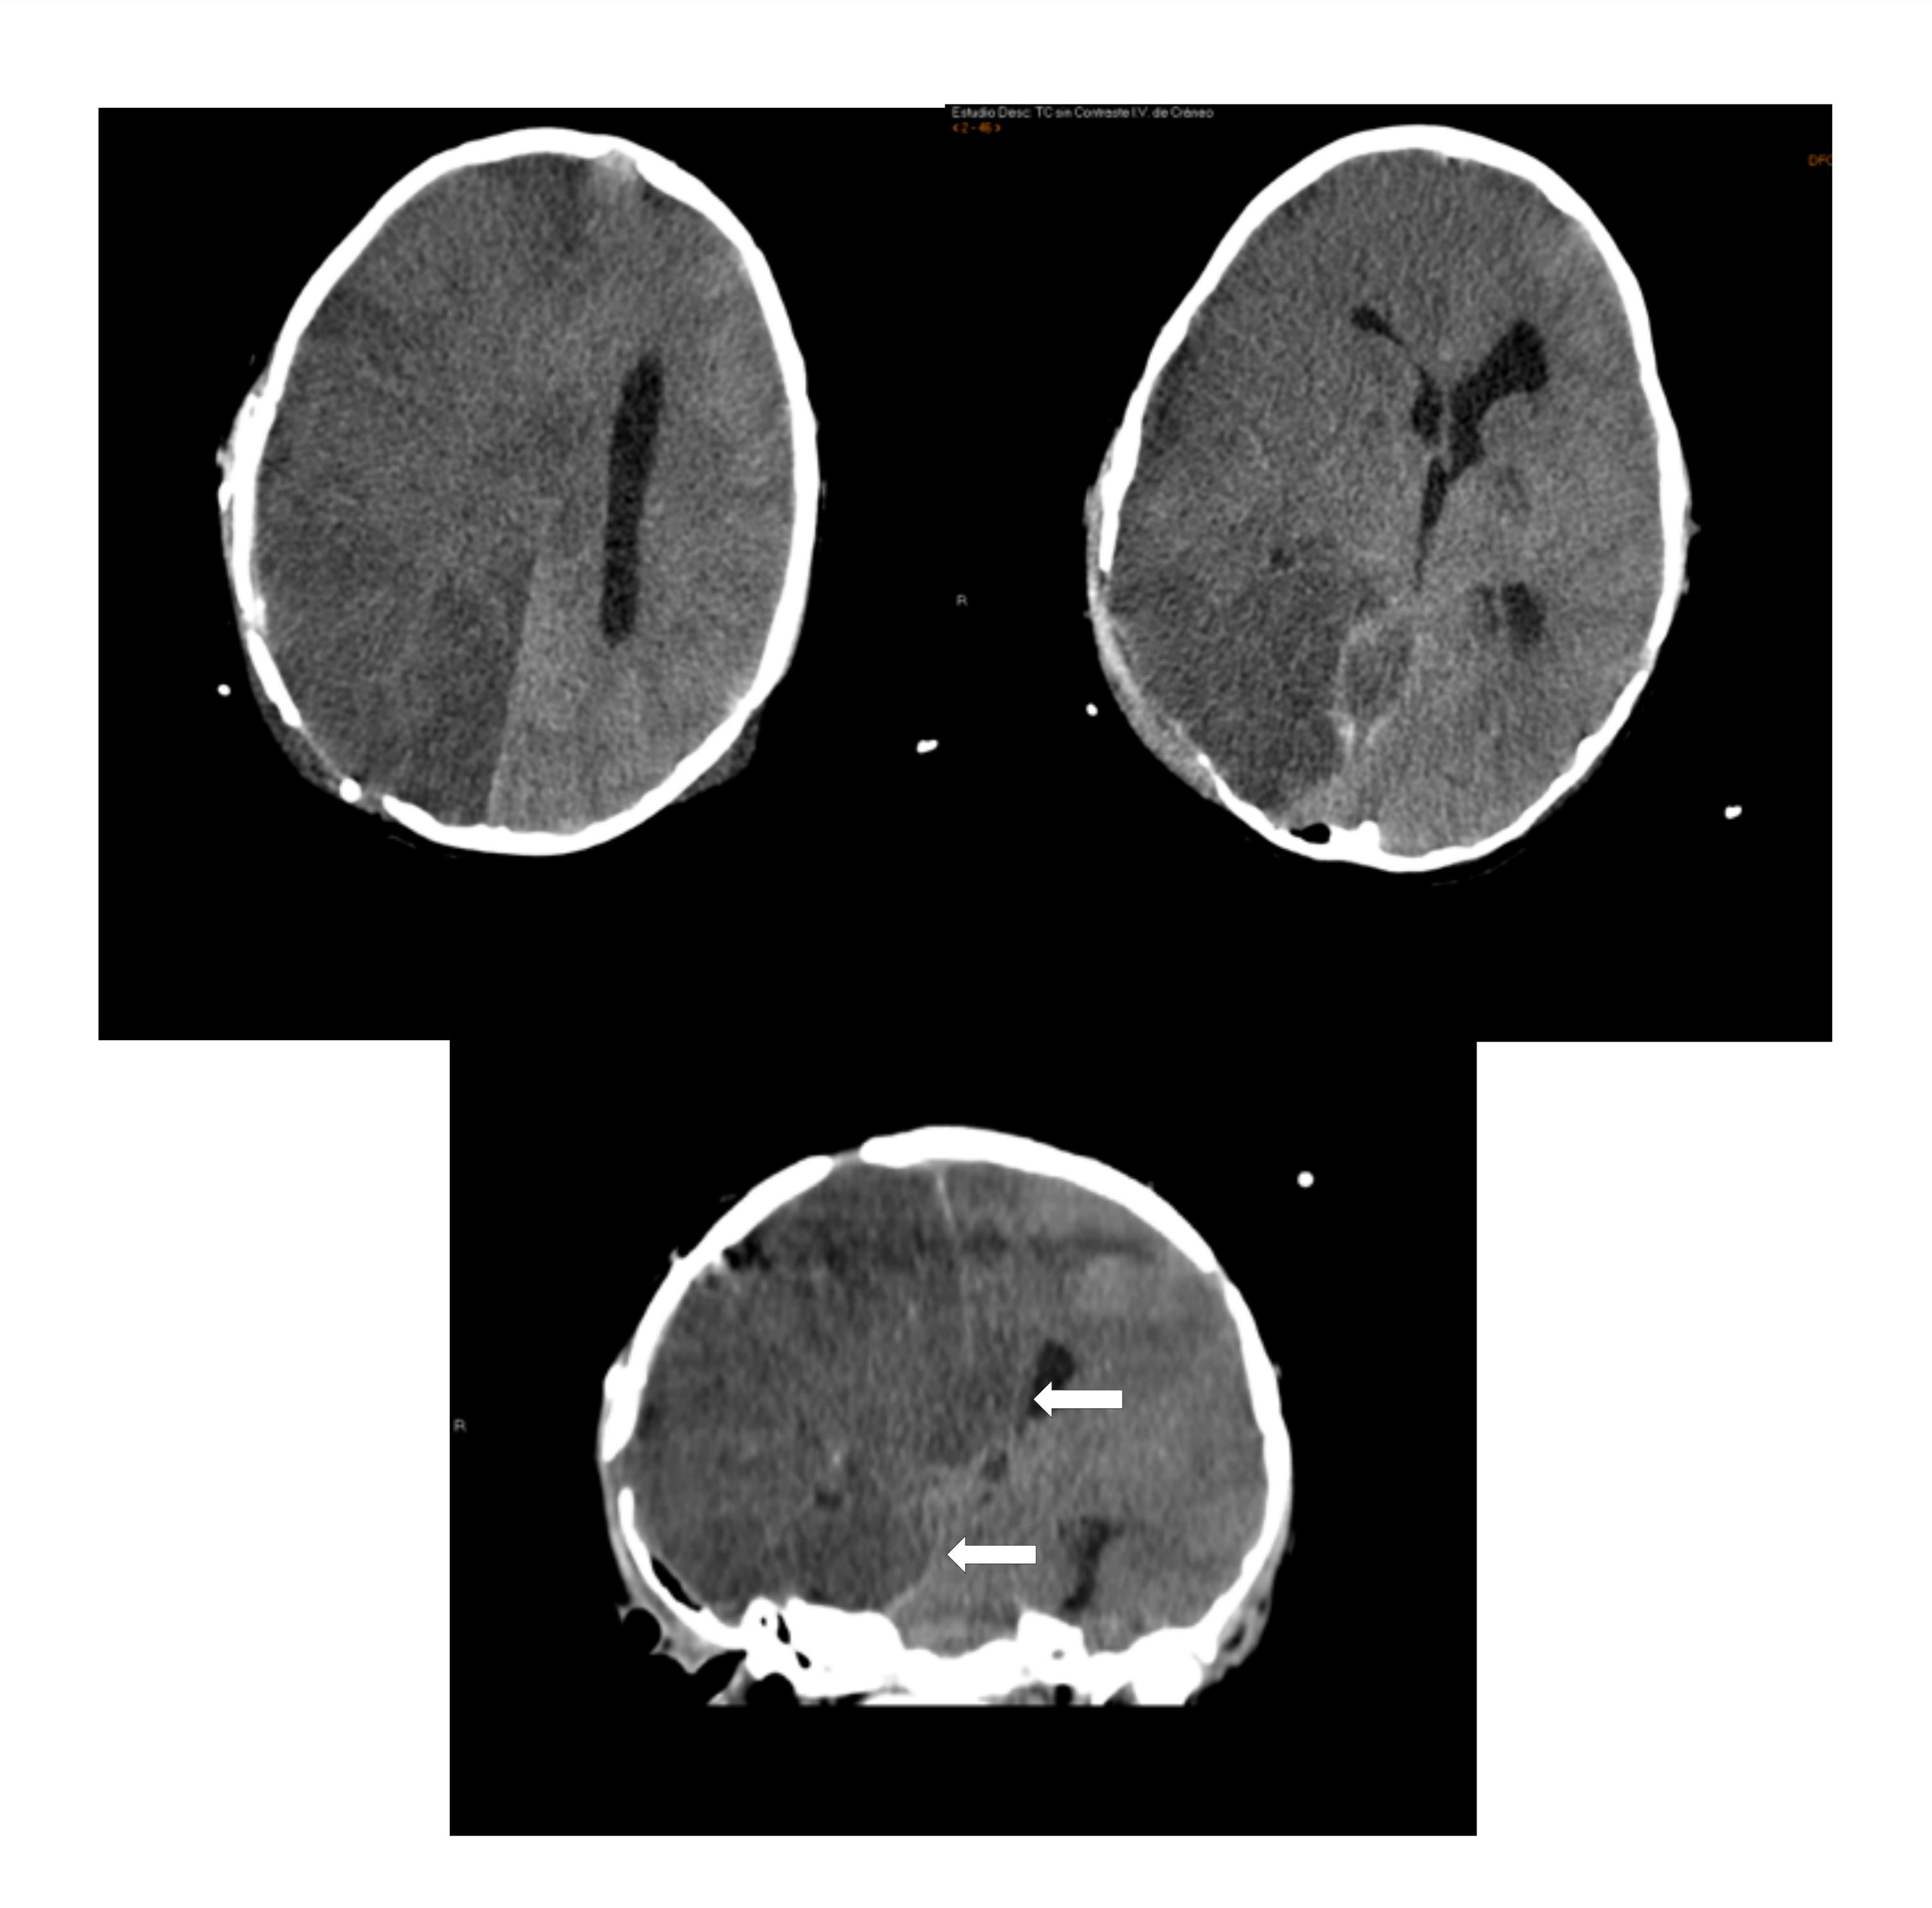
Cortes axiales (a y b) y coronal (c) de TC de cráneo sin contraste de paciente con mala evolución tras intervención de hematoma epidural secundario a TCE. Se observa extensa área de edema e infarto establecido hemisférico derecho, así como signos de herniación subfalcina y transtentorial (flechas) y extensa pérdida de la diferenciación sustancia gris-blanca global en relación con edema cerebral difuso.
